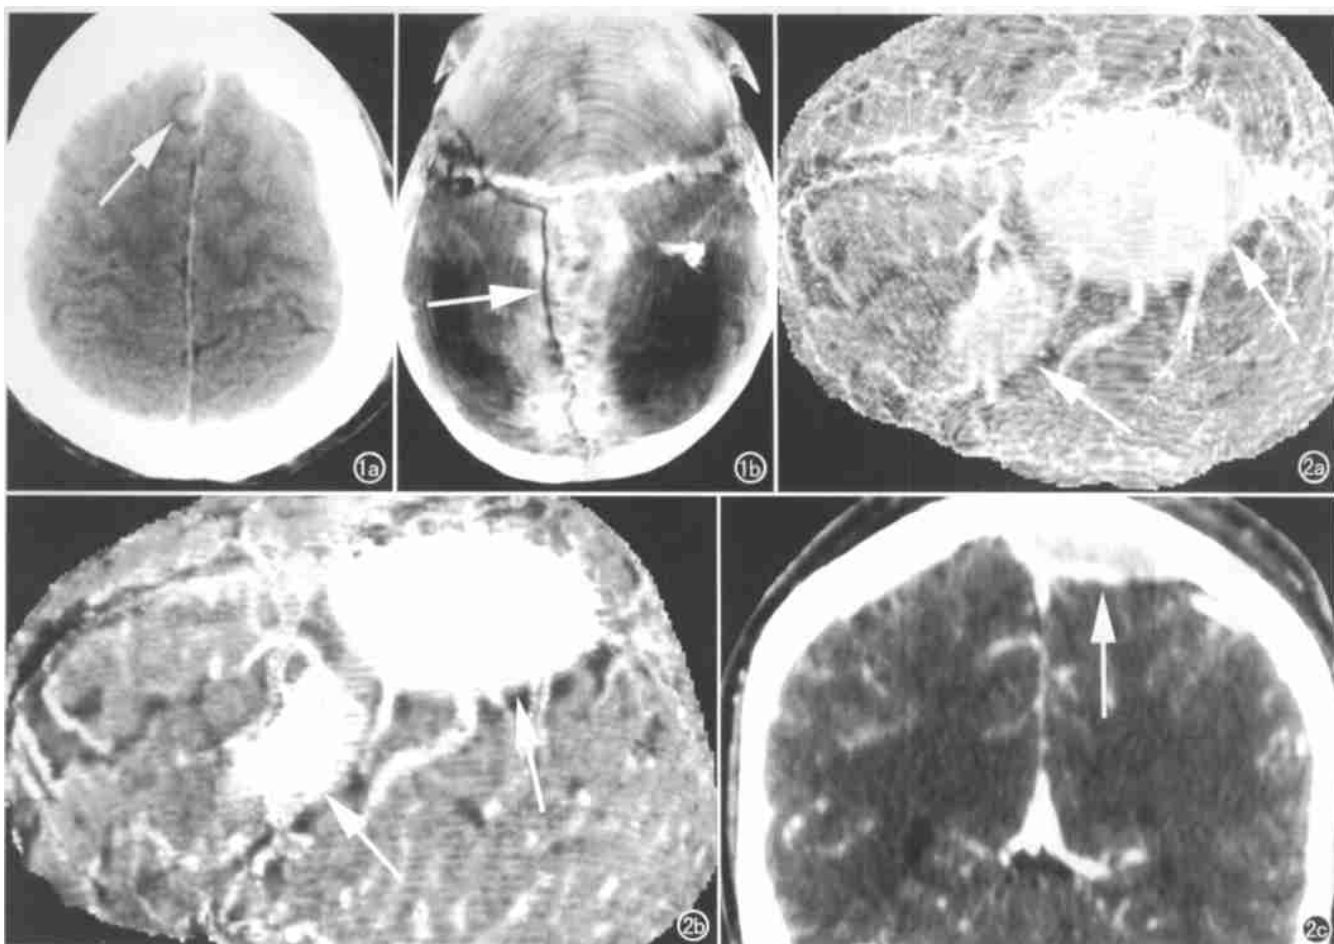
a) CT 平扫横断面,显示有少量蛛网膜下腔出血(箭); b) MIP 像,显示颅骨矢状缝左侧有一骨折线及其走行(箭)。
